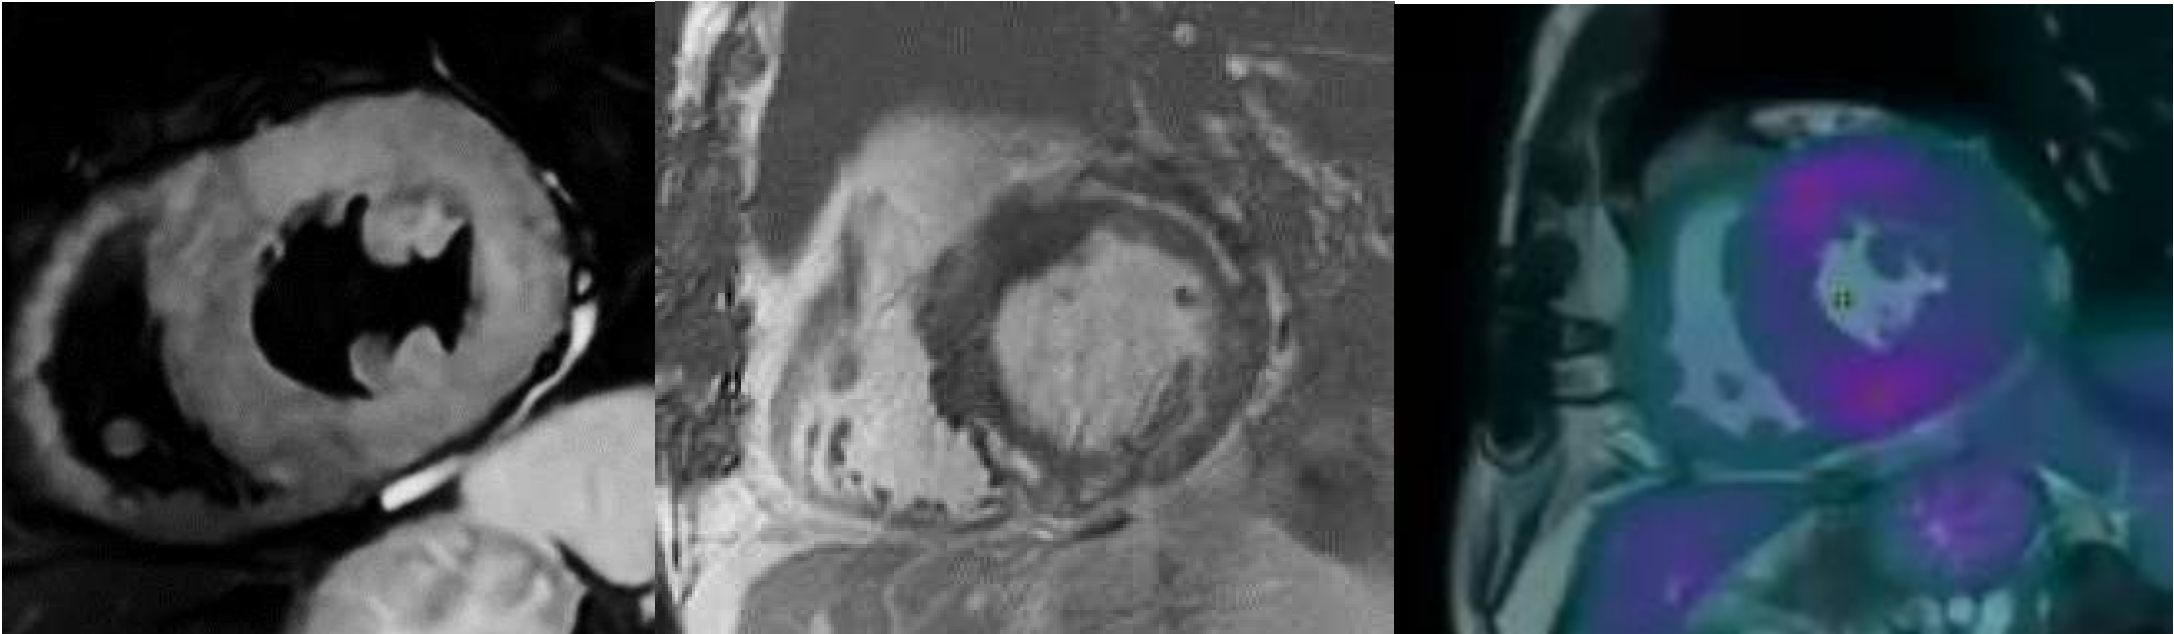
Hallazgos de resonancia magnética cardíaca en una paciente trasplantado cardíaco. La secuencia STIR demuestra hiperintensidad miocárdica parcheada compatible con edema miocárdico. La secuencia phase-sensitive inversion recovery (PSIR) muestra afectación miocárdica no isquémica con láminas intramiocárdicas de retención de contraste. Fusión de PET-RM con hipermetabolismo miocárdico de las zonas con mayor edema.
